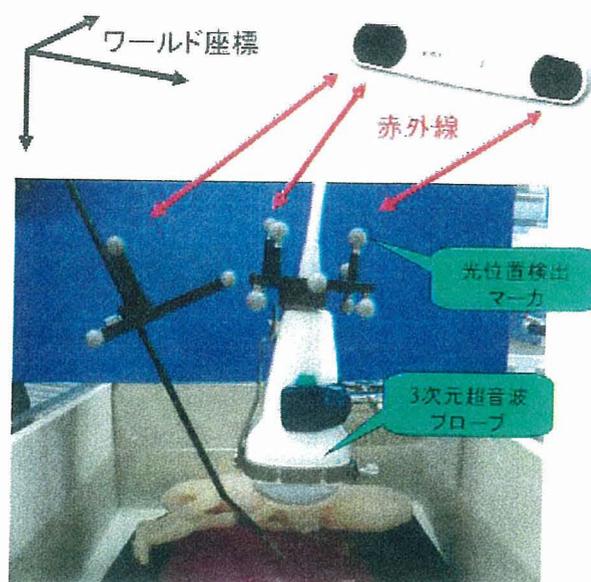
光マーカを取り付けた超音波 3D プローブと鉗子
